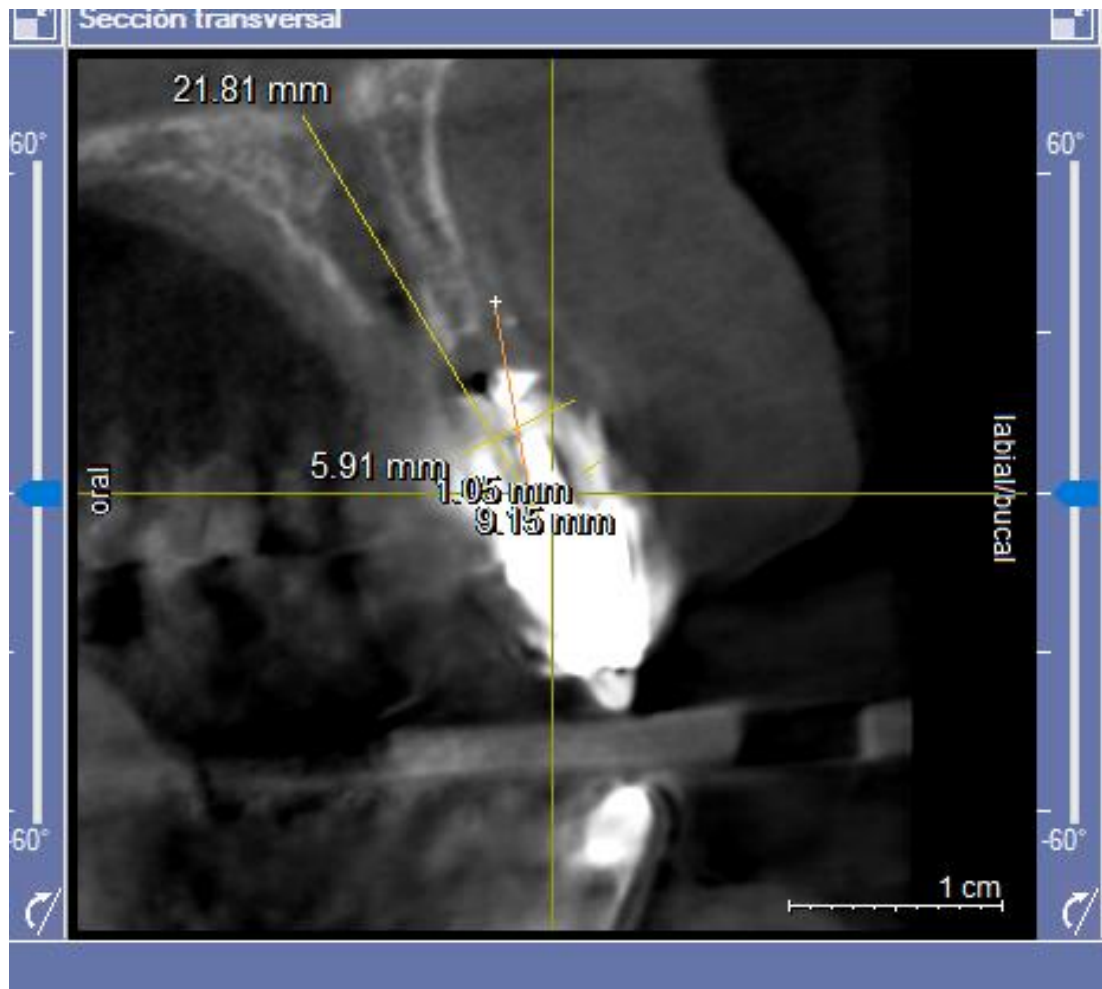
Posición final del implante con cirugía guiada. Fuente propia de tomografías
